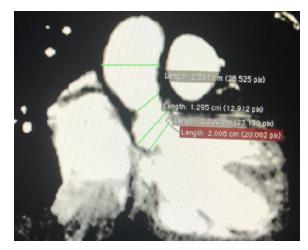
À direita, angiotomografia demonstrando estenose em arco aórtico. À esquerda, angiotomografia demonstrando estenose em emergência de artéria carótida comum esquerda.
